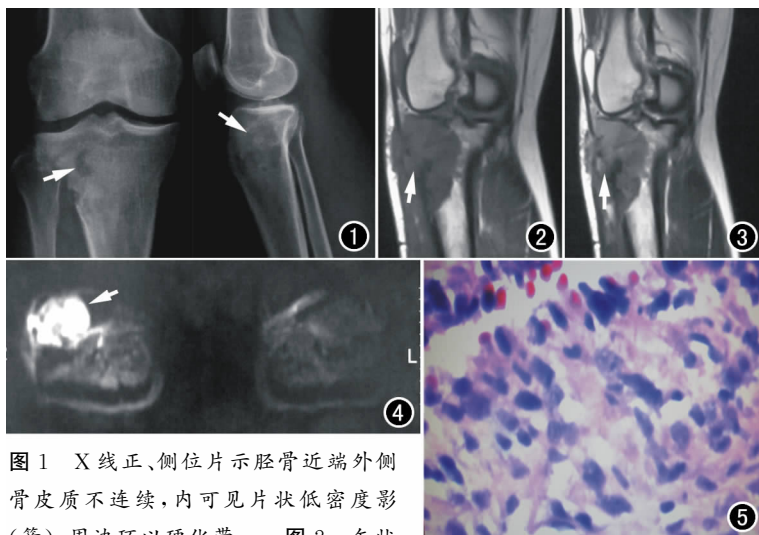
X线正、侧位片示胫骨近端外侧骨皮质不连续,内可见片状低密度影(箭),周边环以硬化带。图2 矢状
